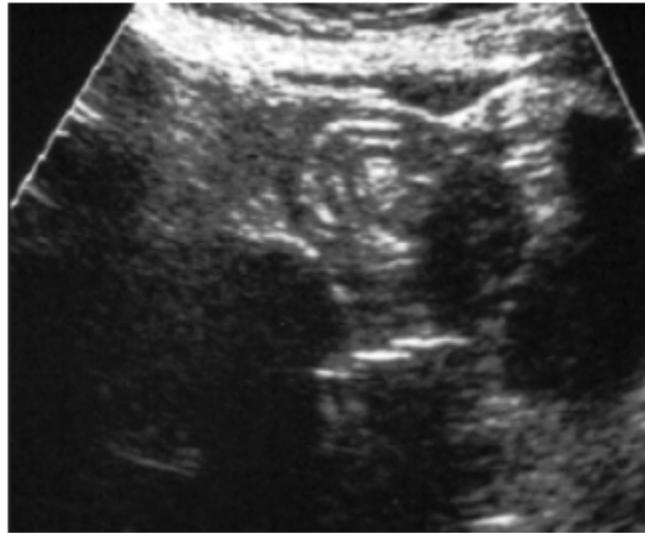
Invagination iléale à localisation péri-ombilicale visible à l'échographie [58].
